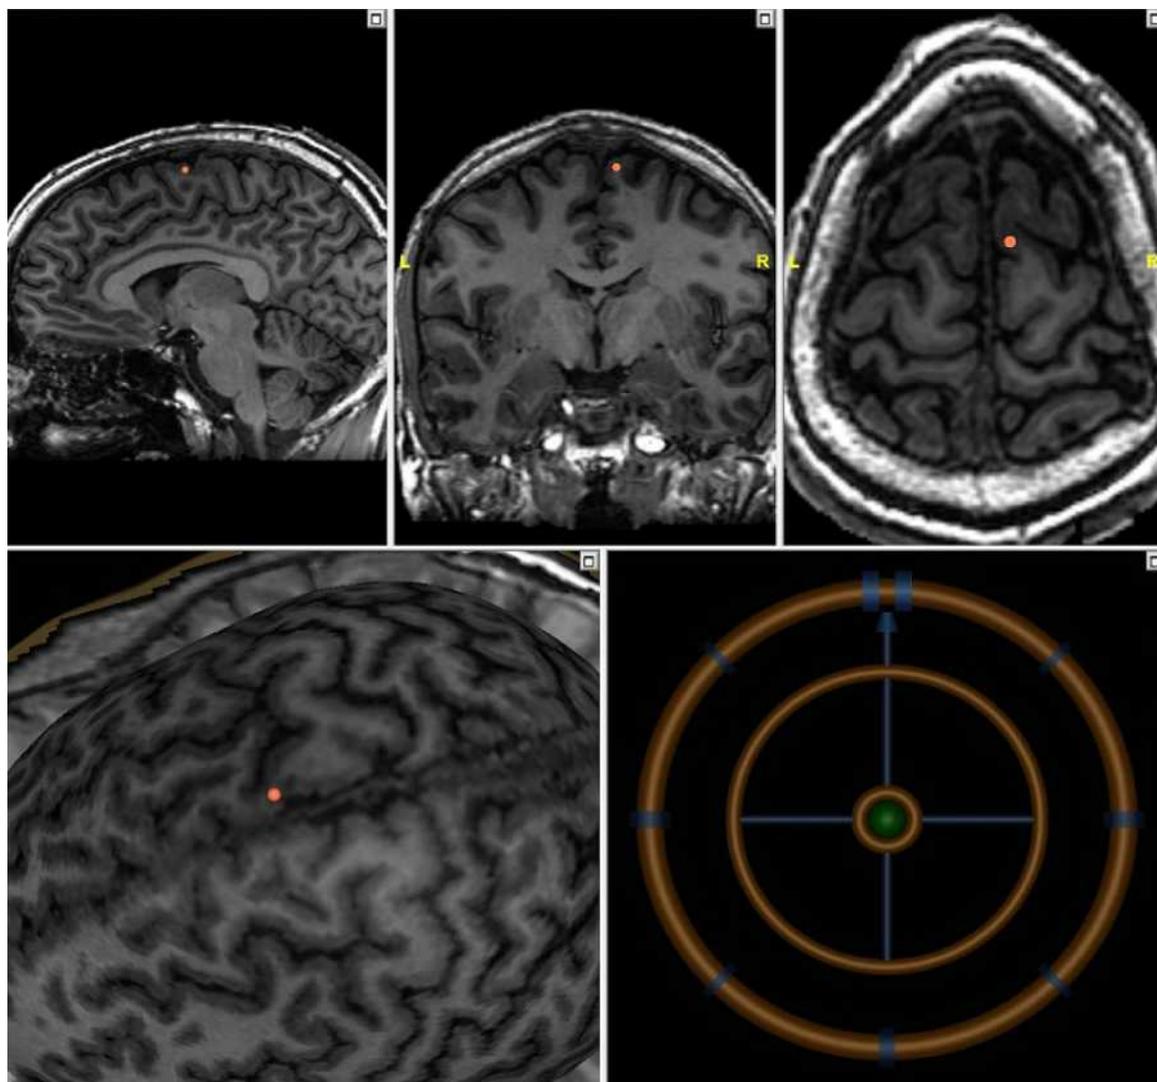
Мишени стимуляции на МРТ изображениях и 3D модели головы
